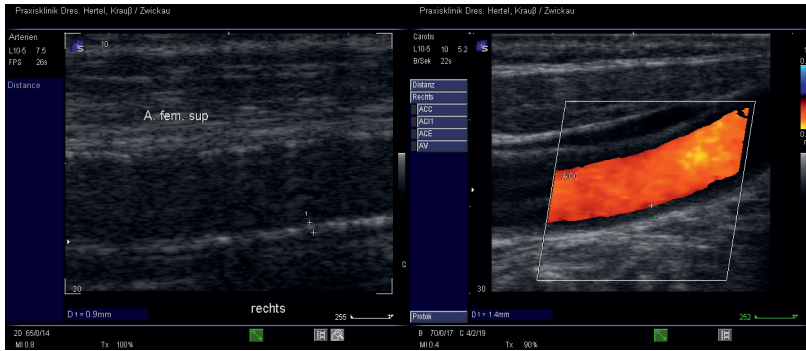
Farbkodierte Duplexsonographie mit Darstellung eines deutlich verbreiterten Intima-Media-Komplex bei Langzeitdiabetes.
